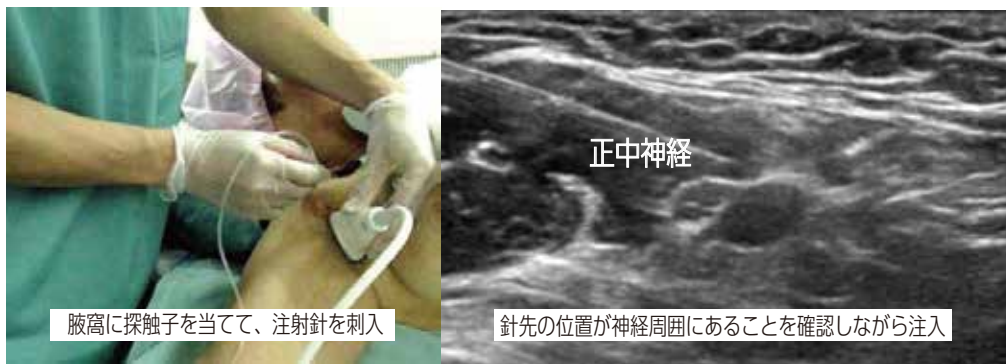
腋窩部へのエコーガイド下での腕神経叢ブロック
